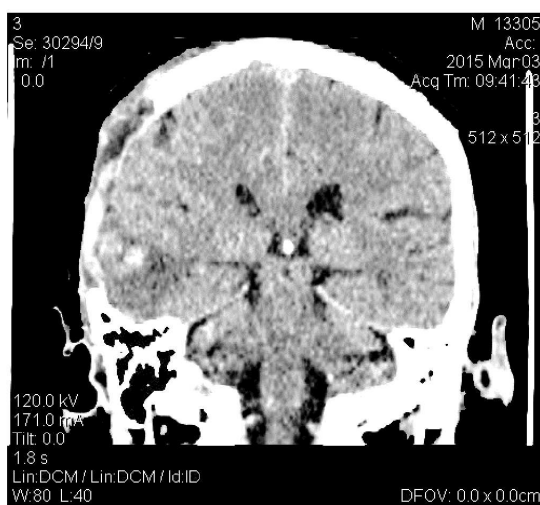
Больной Б.М., 41 год. СКТ головного мозга на 8 сутки после оперативного лечения. Отмечается регресс отека обоих полушарий головного мозга, регресс височно-тенториальной дислокации мозга.
